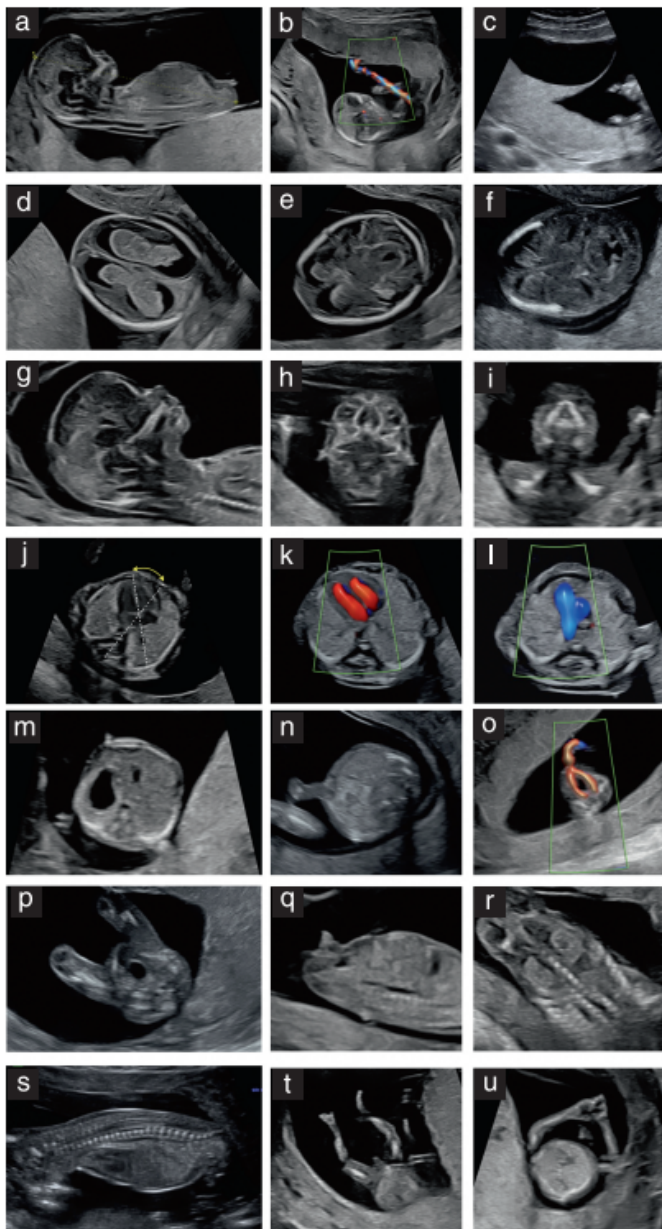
Anatomické projekce, které lze získat v rámci podrobného ultrazvukového vyšetření plodu v gestačním stáří 11 + 0 až 14 + 0. Viz také tabulka 2. Obrázky a), b), d), g), j), m), p), q), t) a u) představují povinné roviny pro základní hodnocení, jak je uvedeno v tabulce 1. (a) Mediosagitální rovina v prvním trimestru. V této rovině lze vizualizovat mnoho struktur, včetně profilu obličeje, nosní kosti, zadní jámy lebni a intrakraniální translucence (IT), šijového projasnění, srdeční akce, páteře, břišní stěny, bránice a močového měchýře. Poměr hlavy k tělu se hodnotí subjektivně. b) Posouzení vzhledu a umístění placenty. Placenta se jeví homogenní bez cystického vzhledu. Kromě toho může barevný Doppler v případě potřeby pomoci při demonstraci placentárního úponu pupečníku. (c) U vícečetného těhotenství by měla být chorioncista a amnionita hodnocena vyhledáním lambda sign (jak je zde demonstrováno u dvojčetného těhotenství) nebo T-sign. (d) Axiální průřez hlavičkou plodu v transventrikulární rovině, demonstrující normální, oválnou hlavičku, osifikaci lebky plodu, interhemisférický falx rozdělující mozek plodu na dvě relativně symetrické hemisféry a choroidální plexy téměř vyplňující postranní komory v jejich zadních dvou třetinách (znak motýla). (e) Axiální průřez hlavičkou plodu v transthalamické rovině, demonstrující normální, oválnou hlavičku, osifikaci lebky plodu, interhemisférický falx, thalamus, postranní komory a mozkový kmen. (f) Axiální porůž hlavičkou plodu v úrovni
